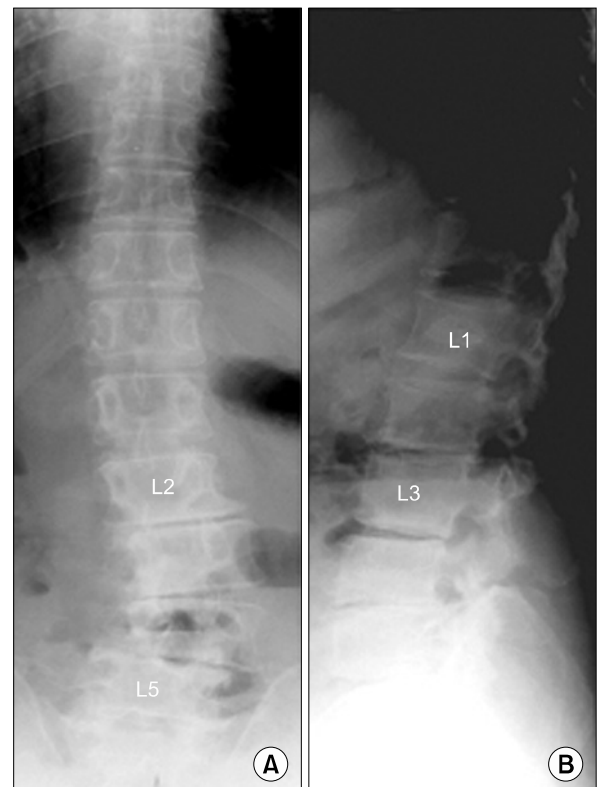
Preoperative radiographs of the lumbar spine. A 58-years-old woman with spinal stenosis and degenerative lumbar scoliosis. (A) Anteroposterior radiograph showing degenerative lumbar scoliosis, (B) Lateral radiograph showing a disc space narrowing at lumbar spine.
